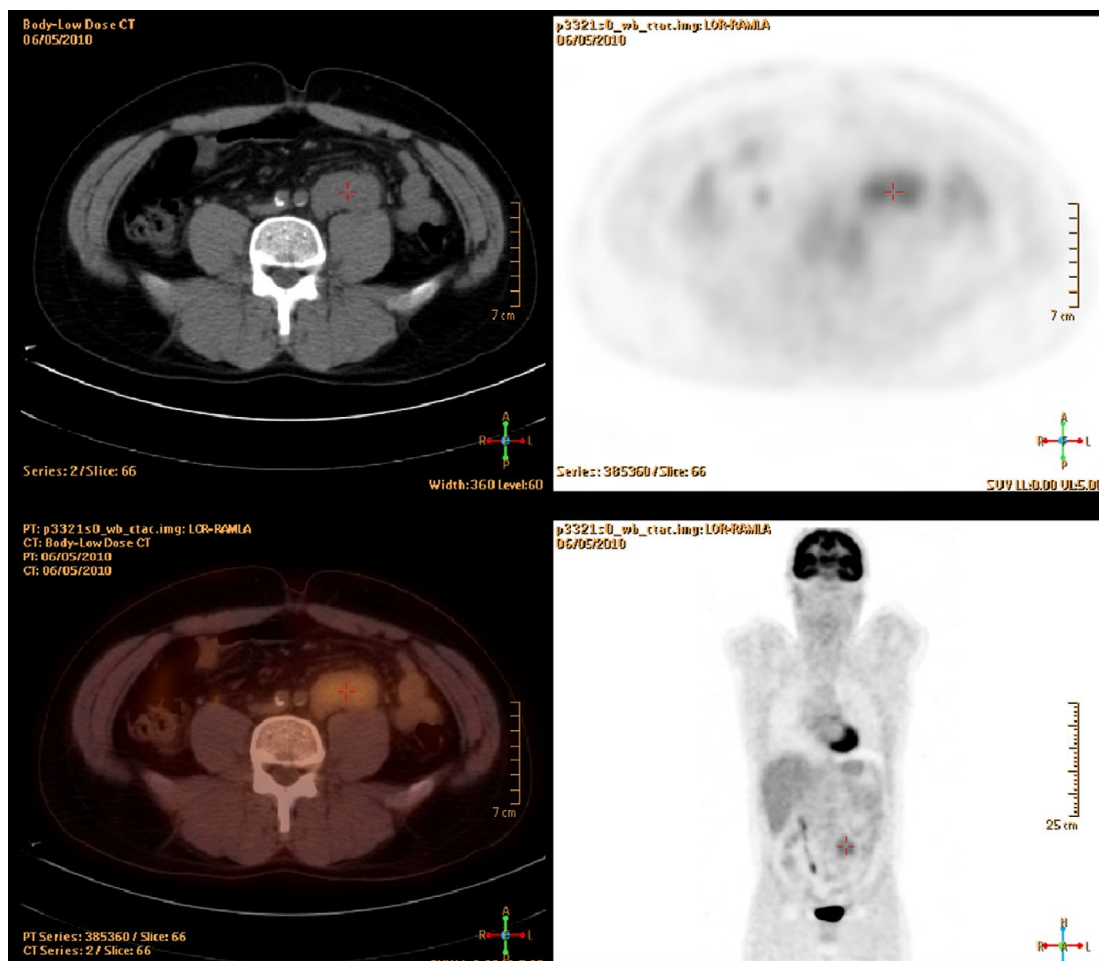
tomographie par émission de positons couplée au scanner. La lésion signalée par une croix rouge correspond à la masse faiblement hypermétabolique réséquée au moment de l'intervention diagnostique.
